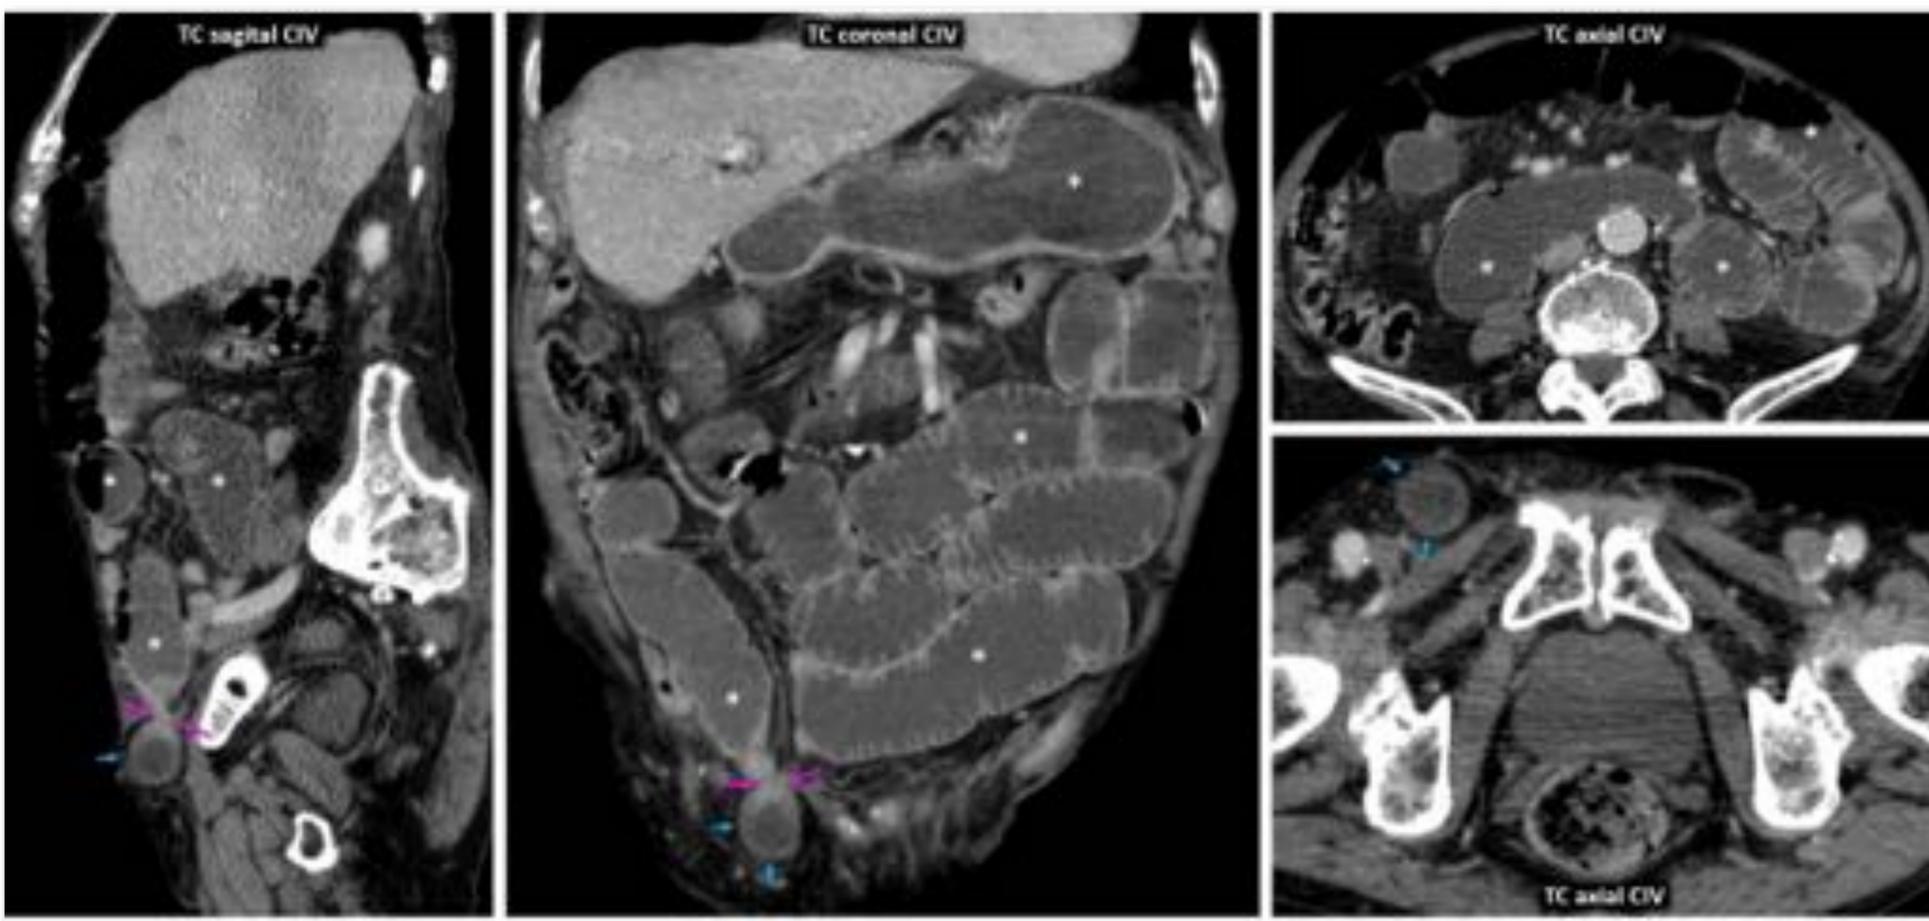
Hernia crural derecha obstructiva, con dudosa viabilidad en TC. Varón de 86 años. OIDA de alto grado (*) con asa de ileon corta en hernia femoral derecha de anillo estrecho (flechas rosas). Hay áreas de la pared que parecen presentar menos realce (flechas azules), lo que hizo sugerir la opción de estrangulación. En la operación se vio un segmento de ileon violáceo, congestivo, sobre todo en el anillo de constricción, que sin embargo se recuperó una vez sumergido en suero caliente, lo que evitó su resección, con buena evolución clínica.
